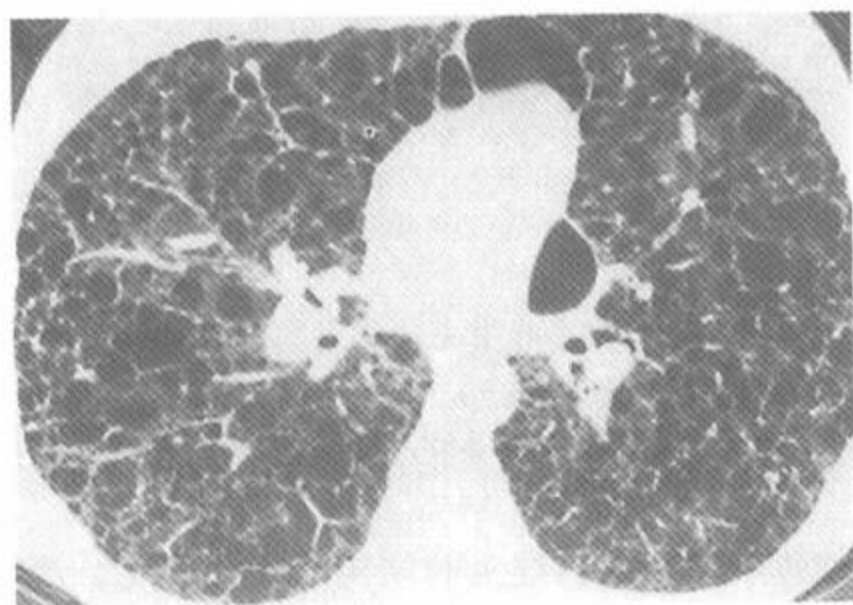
结节硬化和淋巴管肌瘤病病例的 HRCT
